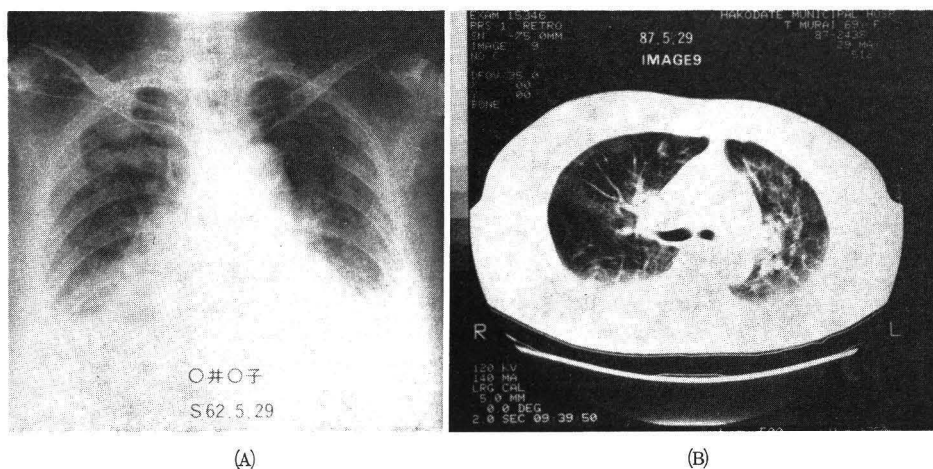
Weaning 終了後の胸部単純X線写真 (A) と肺 CT (B)
